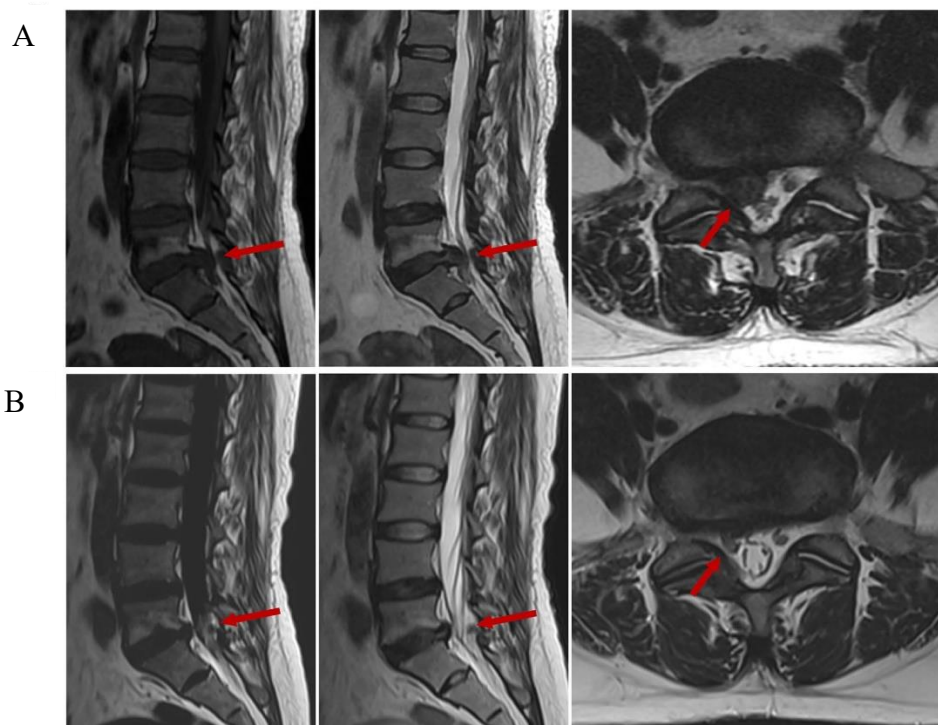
Absorção da HDL, em imagens em RM após submissão do tratamento conservador. Sequências de imagens A e B nos cortes sagitais e axiais nas ponderações T1 e T2 evidencia diminuição da lesão (em seta vermelha). Adaptado de: Yu et al., 2022.
